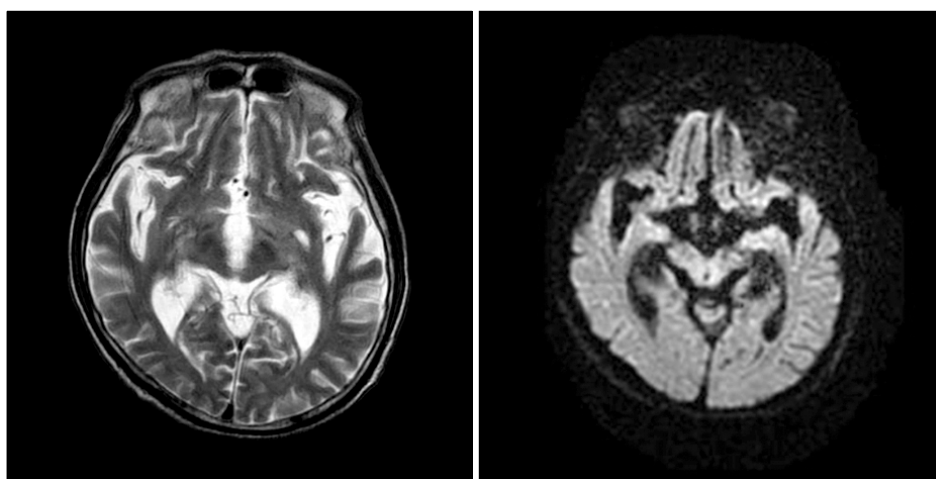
Brain MRI at 5 months after hypoglycemic attack. The T2-weighted image (T2WI) and diffusion weighted image (DWI) showed atrophy with increased T2 signal intensity in both side hippocampus.
